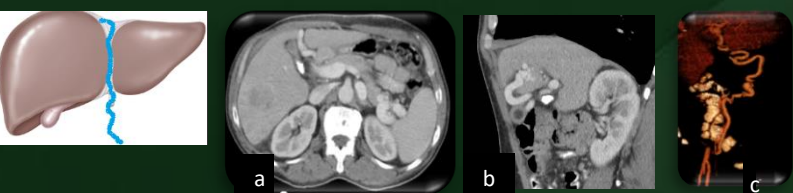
Figura a) y b) TC axial y sagital tiempo portal, donde se identifica a nivel del ligamento falciforme repermeabilización de la vena umbilical, c) reconstrucción 3D Vena umbilical desde la vena porta izquierda, descendiendo por la pared anterior del abdomen, anastomosándose con la vena epigástrica inferior, hasta alcanzar la vena femoral derecha.
